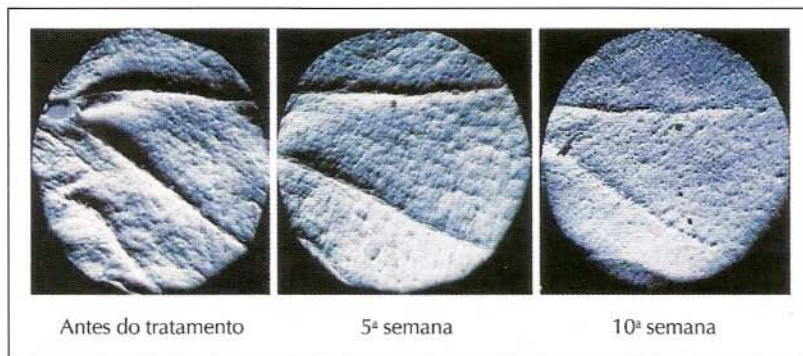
Redução de rugas com a ubiquinona. Réplicas de silicone da pele, analisadas por profilometria com laser, mostram uma redução significativa na profundidade de linhas de expressão e rugas periorbitárias em uma mulher de 46 anos após 10 semanas de aplicação de creme de ubiquinona duas vezes por dia (Eucerin Q10 Anti-Wrinkle Sensitive Skin Crème). (Extraído de Wrinkle Reduction Study 2003 In: Eucerin Q10 Product Compenium 2003, Beiersdorf Inc., Wilton, CT, p 11)
